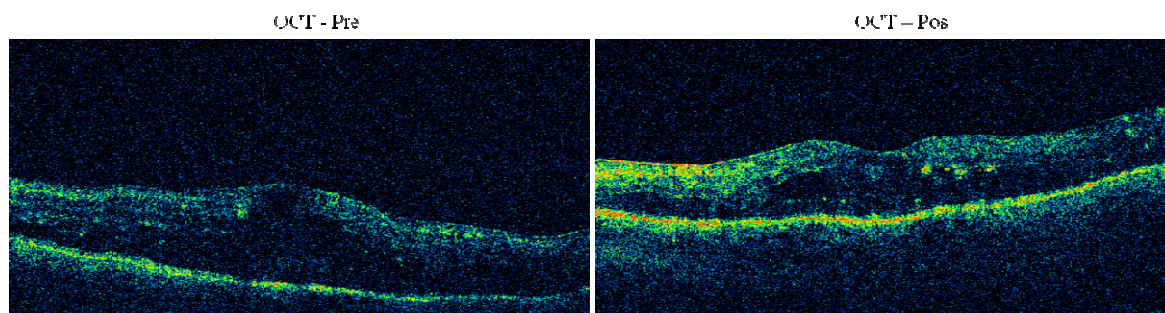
Contraste de casos 9. Análisis diagnóstico mediante imágenes de Tomografía Óptica Coherente, evaluadas de manera pre y post intervención.
